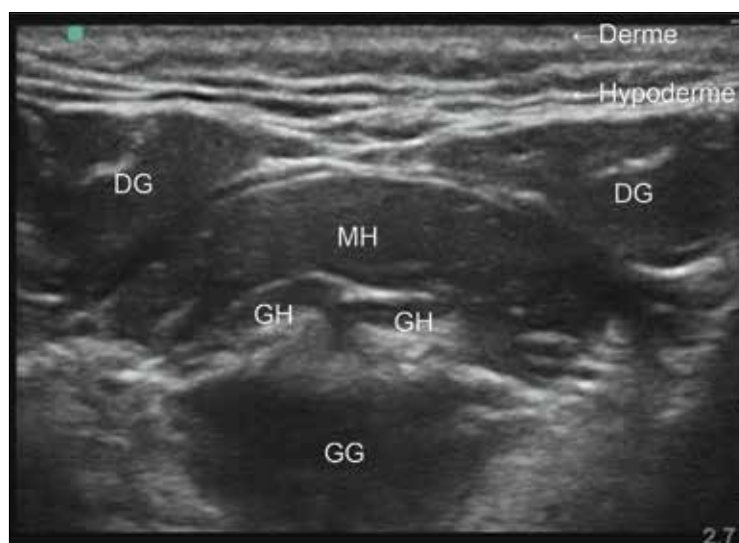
Repérage ultrasonographique des muscles du plancher buccal.
